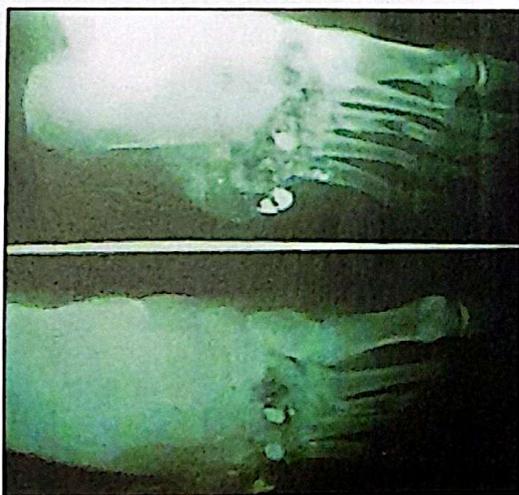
Radiografías de ingreso
